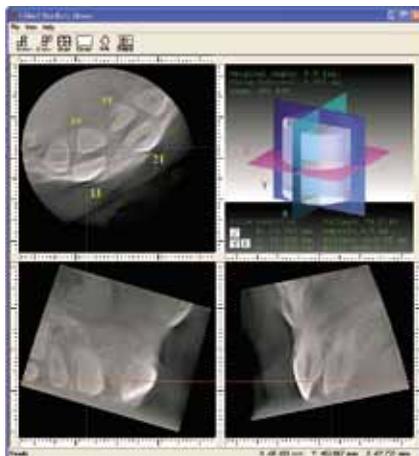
Фото компьютерной томографии фронтальной области верхней челюсти. Пациент М-чук М., 17 лет. Продолжение
